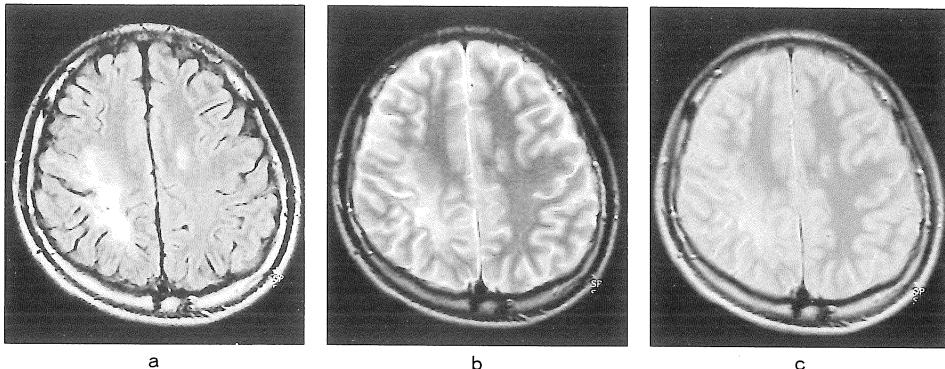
Case 1. 17-year-old man. Right frontoparietal and left frontal lesions are better demonstrated on FLAIR image (a, TR/TE/TI=9000/2200/119) than on T_2 -weighted (b, TR/TE=4000/90) and proton density-weighted (c, TR/TE=4000/22) image.
